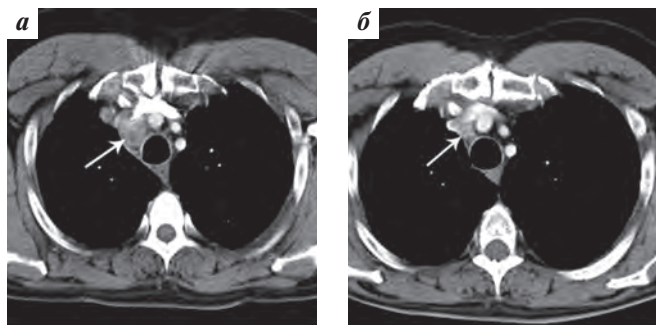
МСКТ шеи больного 3. (мягкотканый режим) до (а) и в процессе (б) таргетной терапии препаратом леватииниб 24 мг/сут
